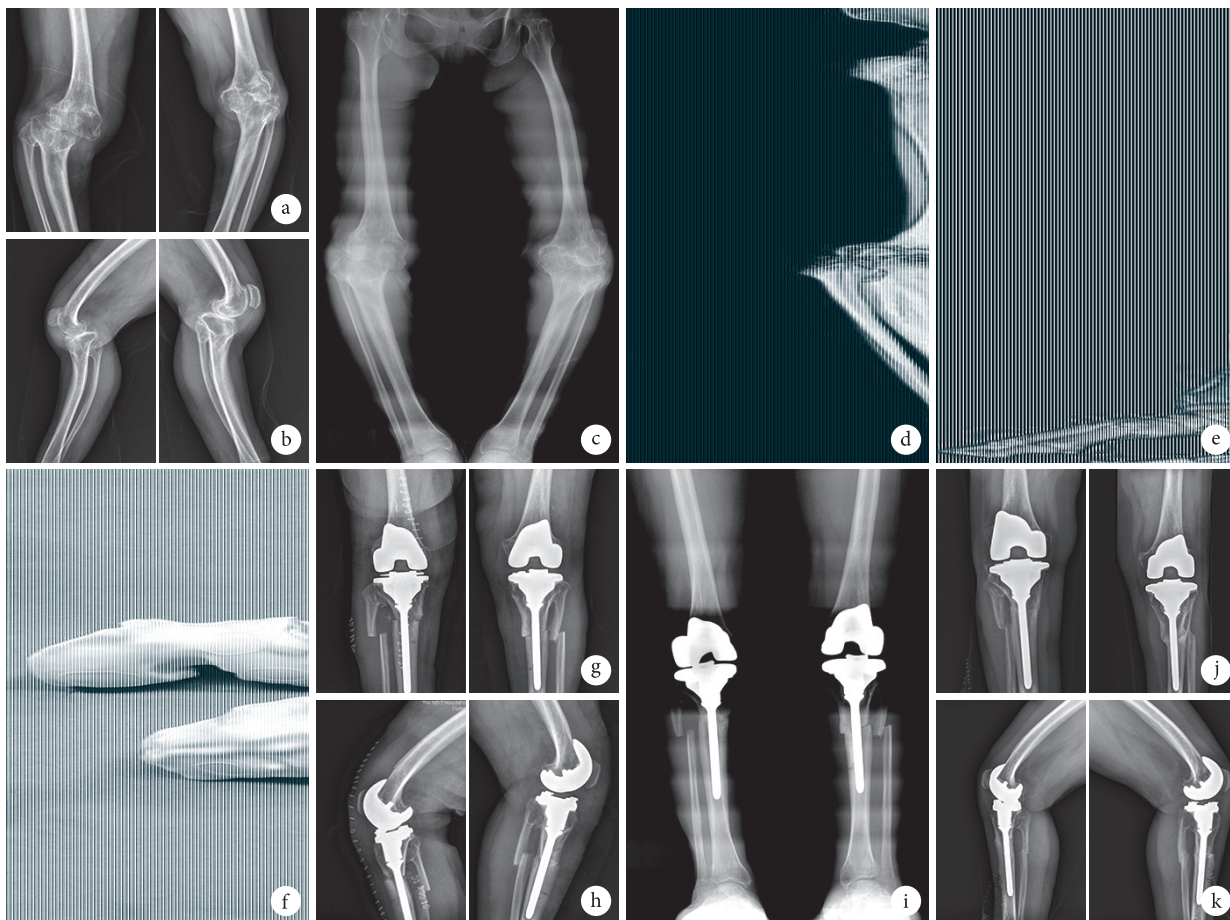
典型病例 a. 术前双膝正位 X 线片; b. 术前双膝侧位 X 线片; c. 术前双下肢全长 X 线片; d. 术前 CT 三维重建; e. 双下肢三维模型; f. 3D 打印骨骼模型及截骨导航模板; g. 术后即刻双膝正位 X 线片; h. 术后即刻双膝侧位 X 线片; i. 术后即刻双下肢全长 X 线片示下肢力线良好; j. 术后 15 个月双膝正位 X 线片; k. 术后 15 个月双膝侧位 X 线片
